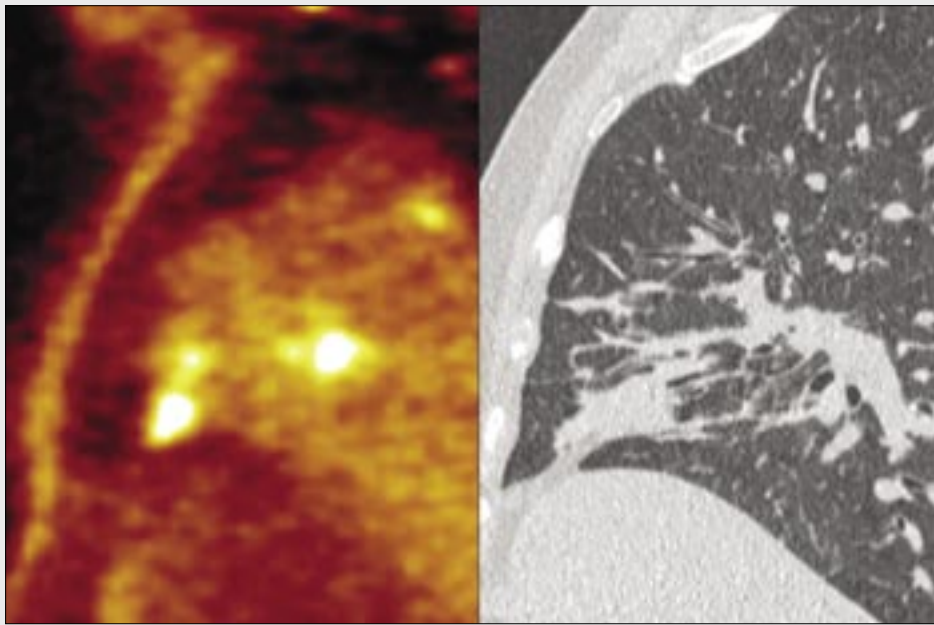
Bronchogenní disseminace tuberkulózy, potvrzeno PCR; vlevo PET, vpravo HRCT
